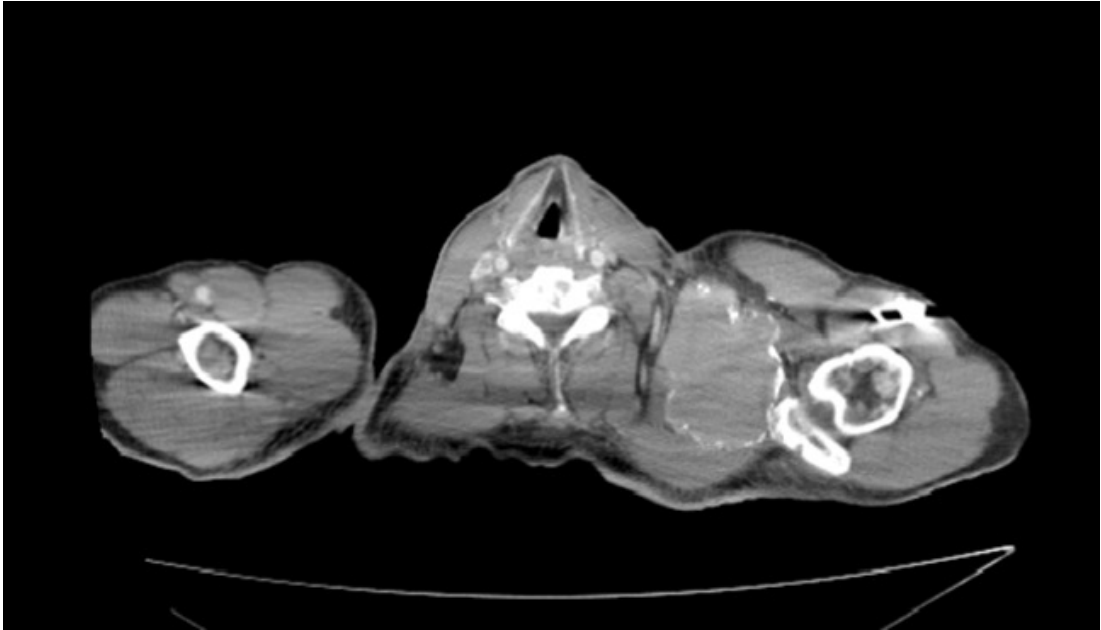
Tomografía computada corte axial donde se visualiza lesión osteolítica expansiva en porción externa de la clavícula izquierda, así como cambios de la densidad a nivel de la metafisis del humero izquierdo.
